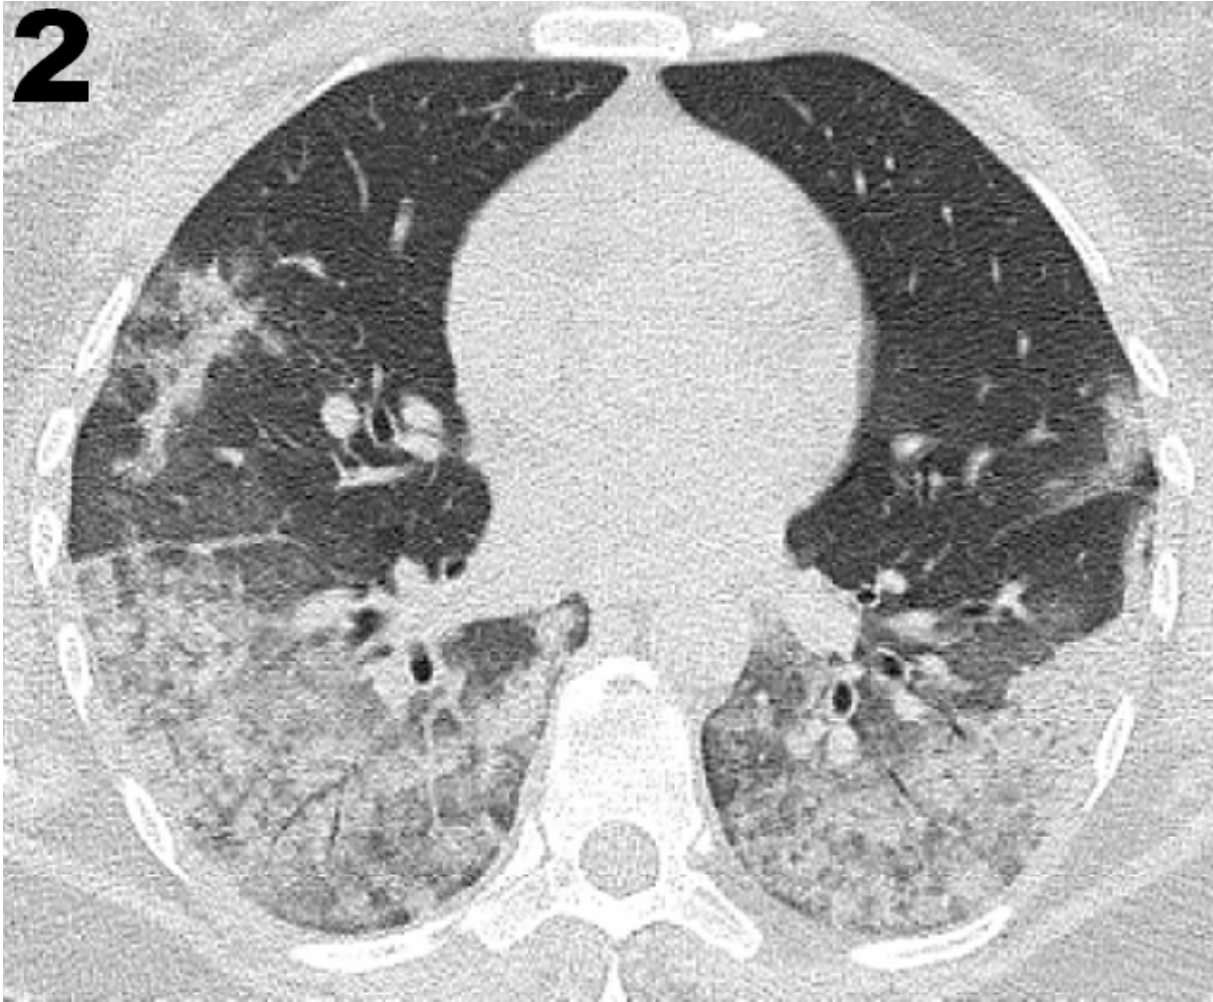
TC torácica realizada no quarto dia de internação (no sexto dia após o início dos sintomas), caracterizando aumento em número e extensão das áreas com atenuação em "vidro fosco", acompanhadas de consolidações com ou sem broncogramas aéreos, ainda predominando nas regiões periféricas e posteriores dos terços inferiores dos pulmões.
